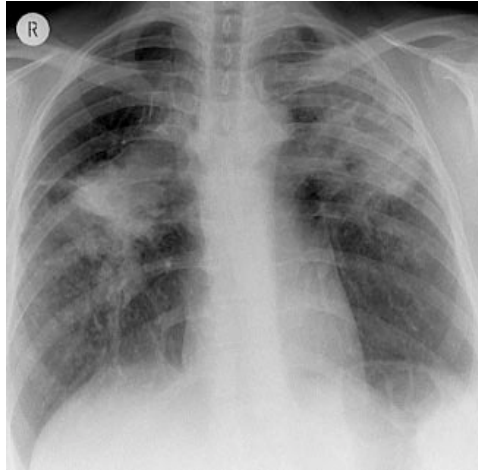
Radiografía de tórax que muestra fibrosis masiva bilateral progresiva.
